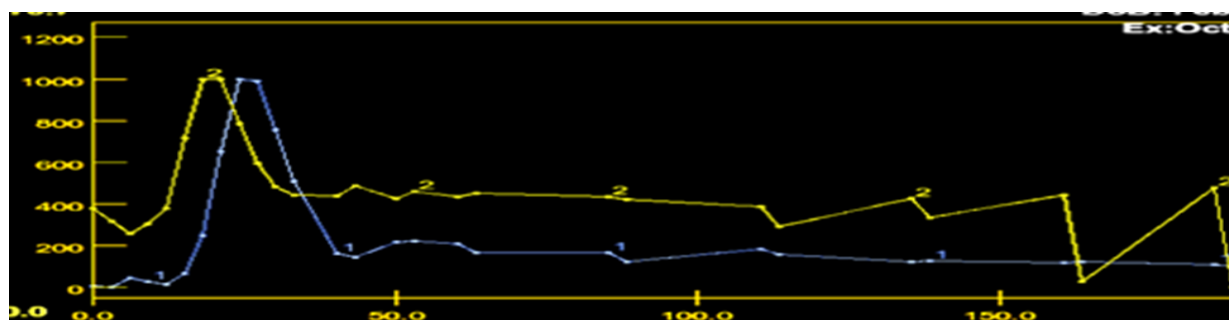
Кривые плотность/ время в аорте ROI#1 и очаге ROI#2 с высокой перфузией.
